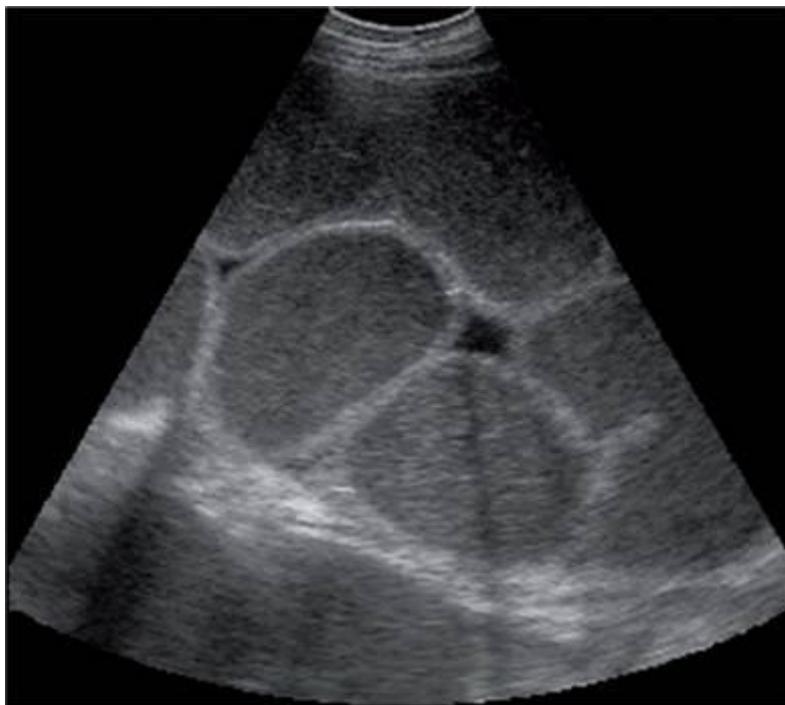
Image échographique d'une portion d'intestin grêle d'une vache atteinte de SHI. 1 Paroi abdominale, 2 Anses intestinales dilatées, 3 Liquide entre les anses intestinales, Ds Dorsal, Vt Ventral (BRAUN *et al.* (2010)).
